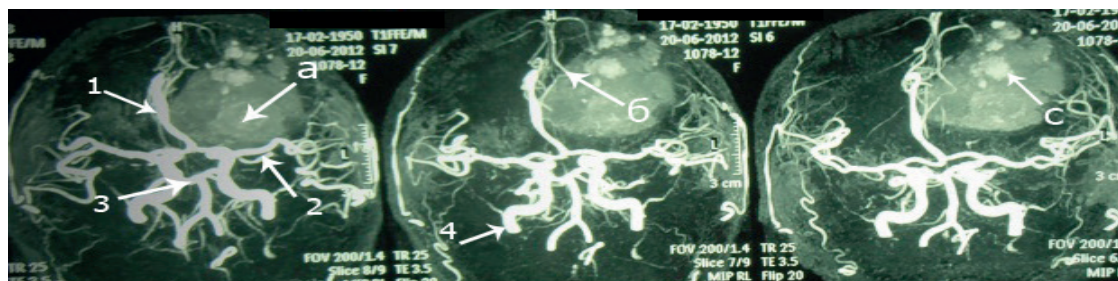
МРТ-АГ головного мозга внутримозговой опухоль левой лобной доли головного мозга, осложнившейся кровоизлиянием. Четко прослеживаются сосуды, кровоснабжающие опухоль. а-опухоль, б - сосуды опухоли, с- кровоизлияния в опухоли. 1- ПИМА, 2- СМА, 3- ЗМА, 4-ВСА.
